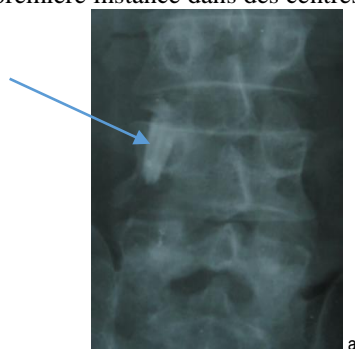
Radiographie du rachis dorsolombaire incidences de face (a) et incidence de profil (b) montrant un corps étranger pénétrant à hauteur du pédicule de L4 (flèche)
